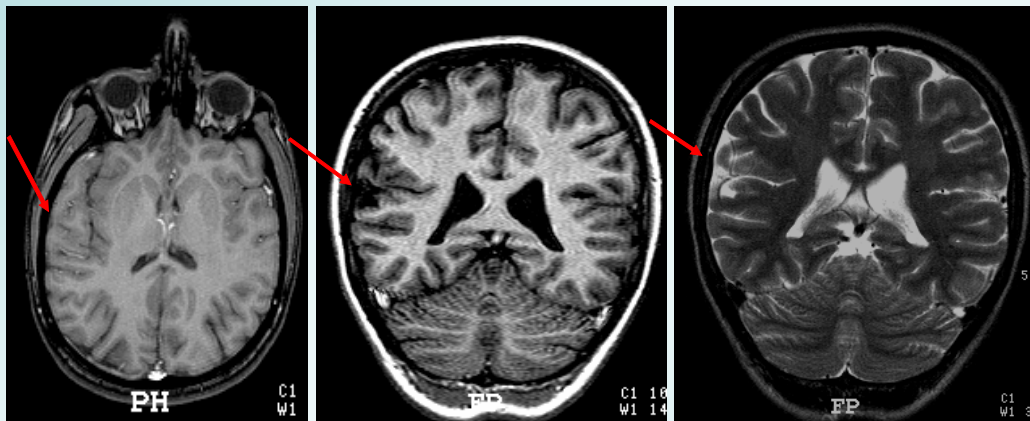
RM da paciente nº 27 mostra uma área de polimicrogiria perisilviana direita
